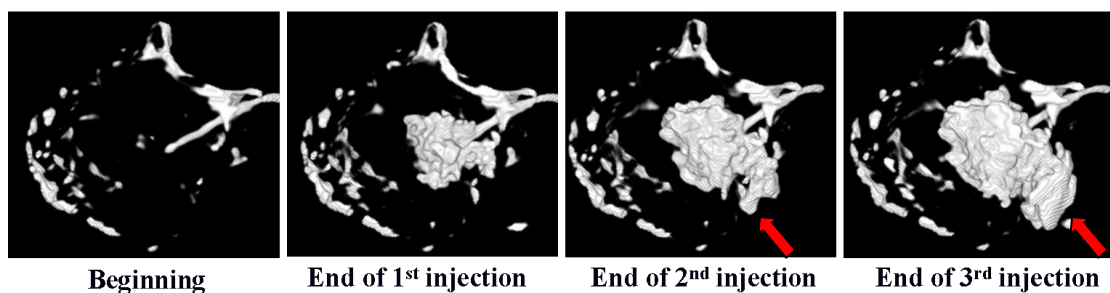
20 骨水泥注射前後從椎體溢流之 3D CT 影像（紅色箭頭處為溢流）
